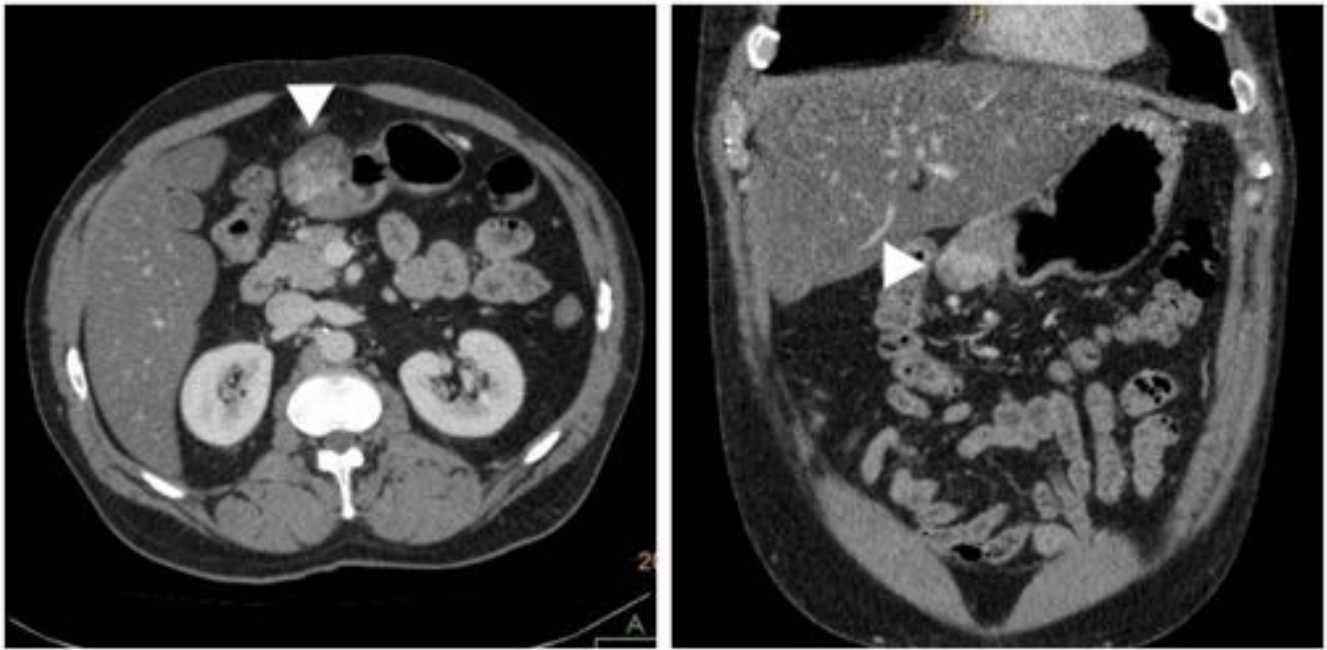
Varón de 54 años (paciente de Fig. 1). TC: masa exofítica, localizada en íntimo contacto con curvatura menor gástrica próxima a antro, de aspecto heterogéneo con realce precoz. Posteriormente se demostró GIST gástrico
